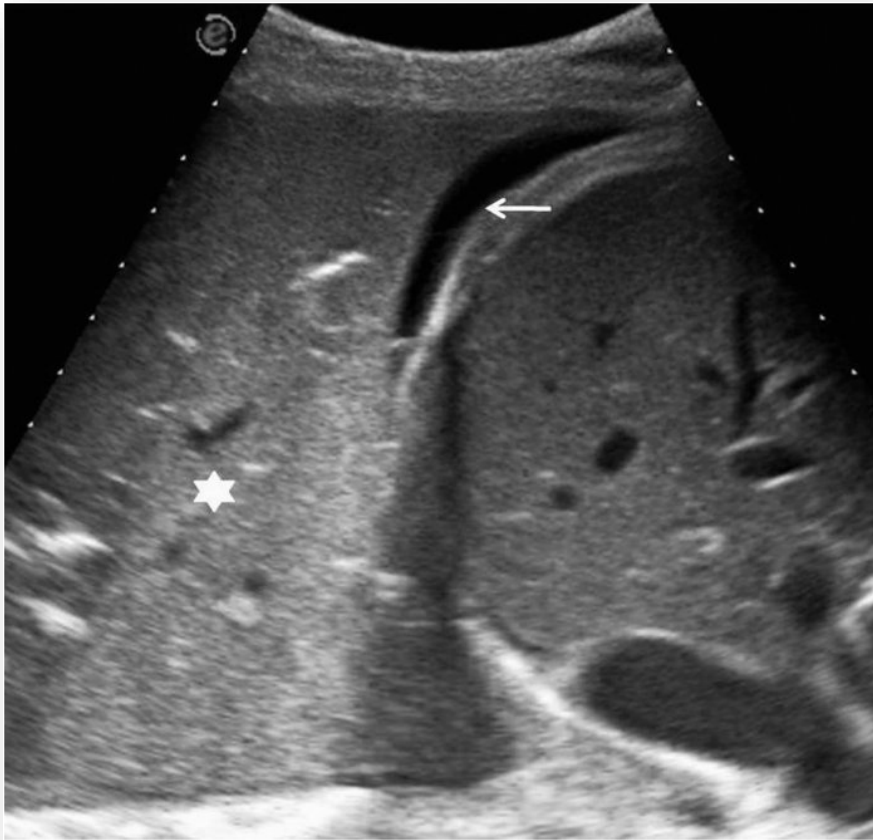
Ecografía realizada a un paciente ingresado en una unidad de cuidados intensivos, con radiografía de tórax de difícil interpretación. Se observan una voluminosa consolidación pulmonar con hepatización pulmonar (asterisco) y un mínimo derrame pleural subpulmonar (flecha) (Vollmer I 2010)<sup>122</sup>.
